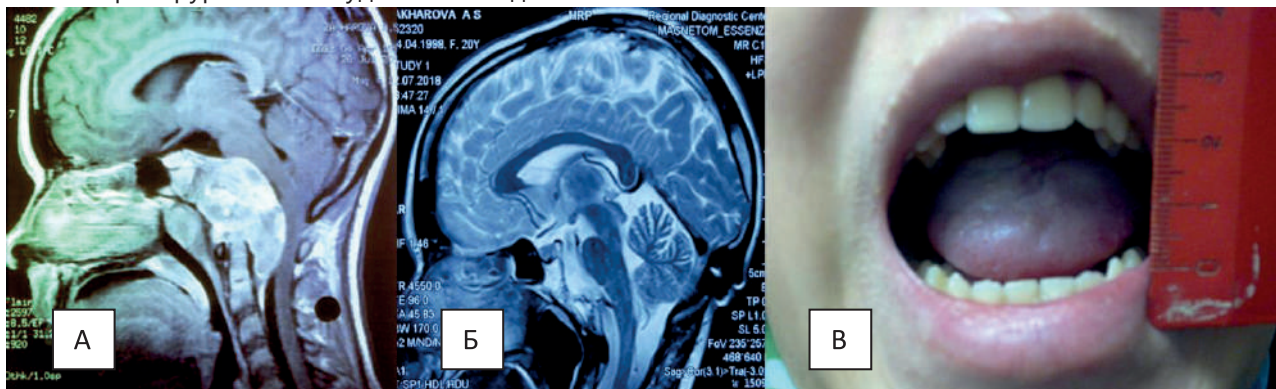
Гигантская опухоль основания черепа, распространяющаяся до нижних отделов C2 сегмента. Грубая компрессия спинного мозга. А – МРТ до операции. Б – МРТ 5 лет после операции. Тотальное удаление опухоли. Полная декомпрессия продолговатого и спинного мозга. Полный регресс неврологической симптоматики. В – Фото до операции. Тугоподвижность нижнечелюстного сустава. Расстояние между резцами 21 мм.
